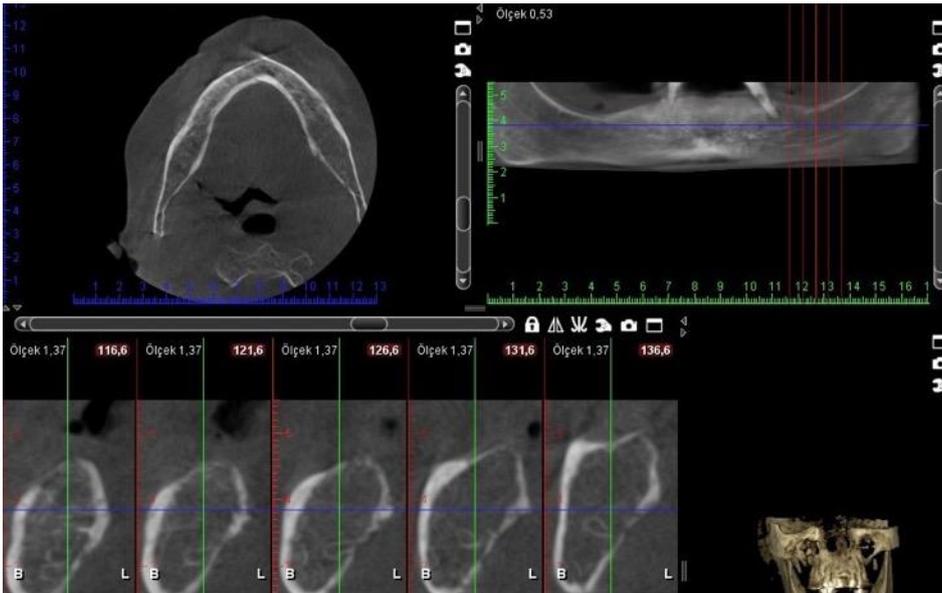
CBCT images show destruction of the left mandibular lingual cortex
